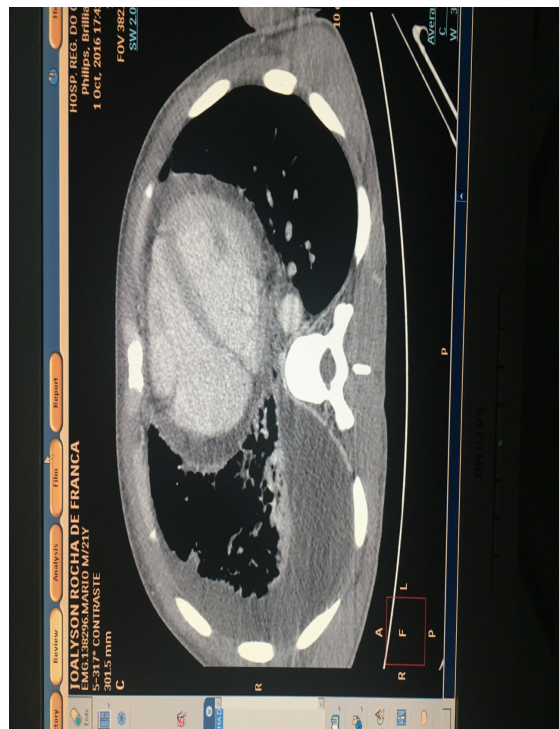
Aspecto imagiológico de um paciente – TC de tórax, em corte axial - acometido por Mediastinite com infecção odontogênica apresentando fluido periesternal.
